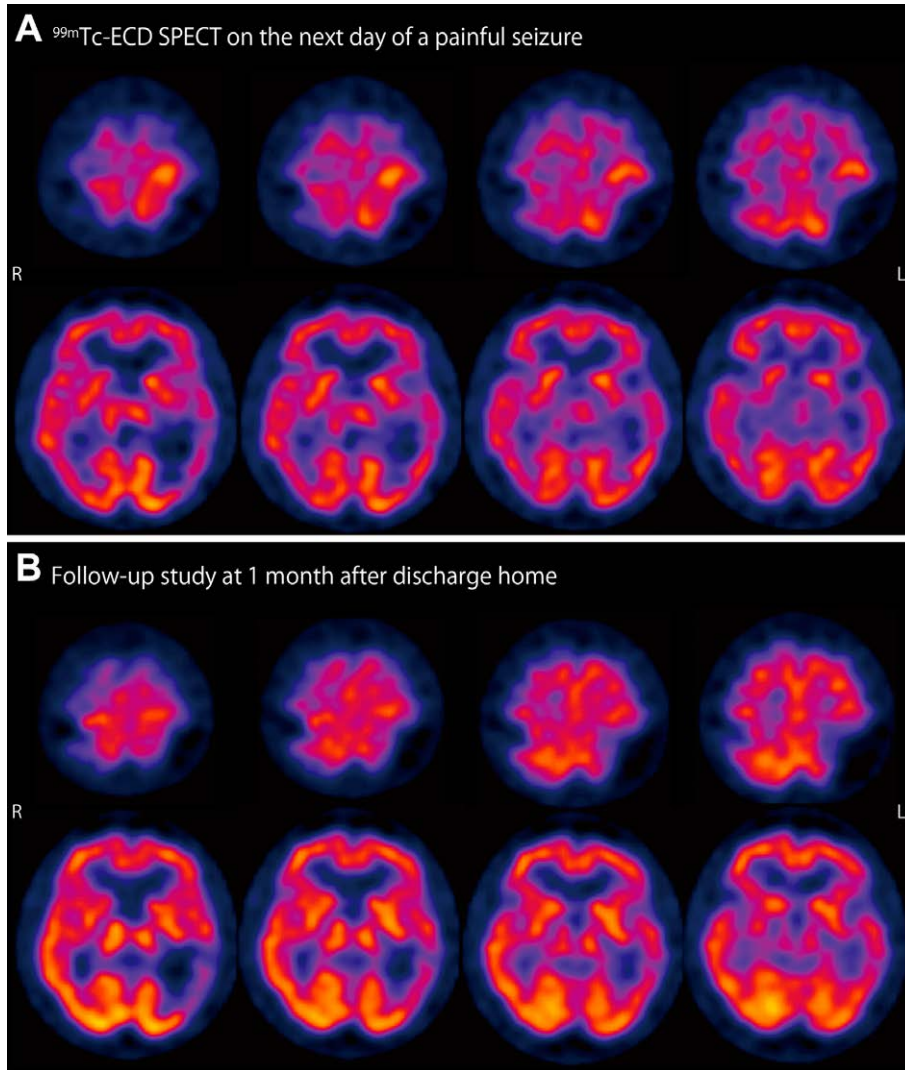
^{99m}Tc -ECD SPECT (GCA-9300A/PI, Toshiba Medical, Shibaura, Japan) obtained on the next day of a painful seizure during hospitalization (A) and a follow-up study at 1 month after discharge home (B).
